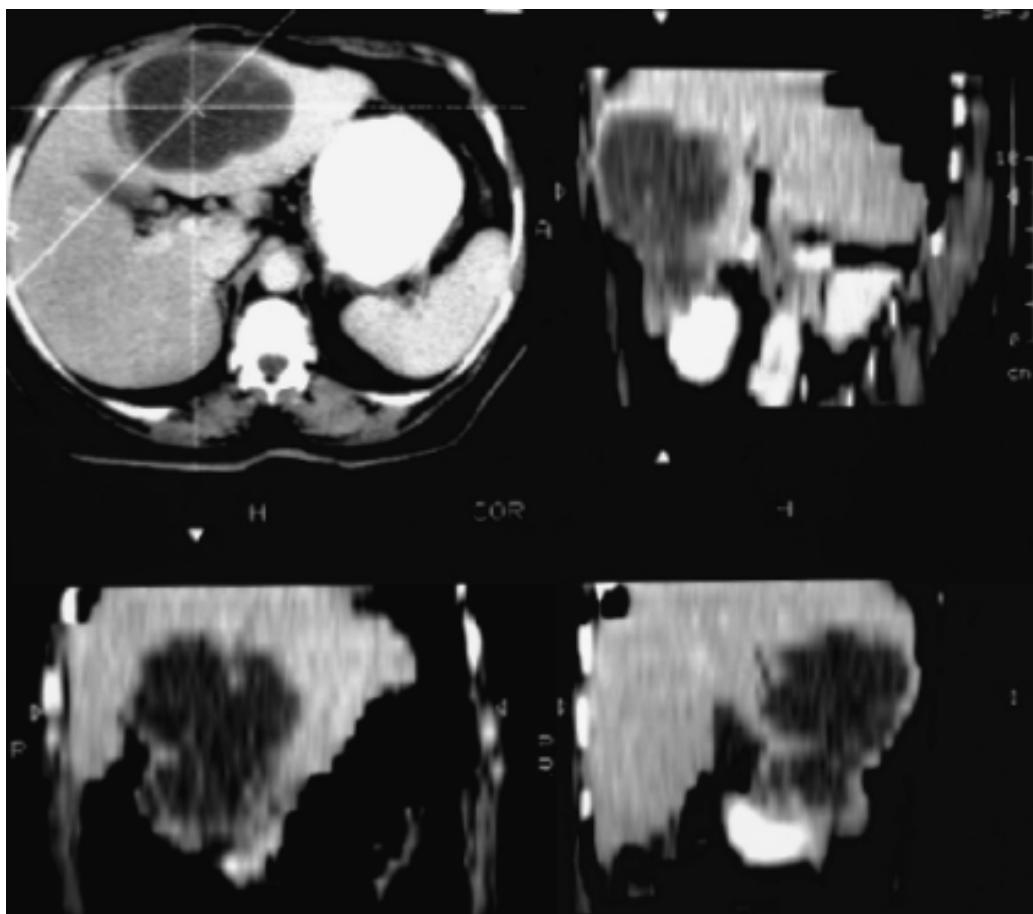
Absceso hepático piógeno: TC de abdomen con contraste intravenoso. Imagen hipodensa de forma redondeada, bordes definidos y bien delimitados, ubicada en el lóbulo hepático derecho.
